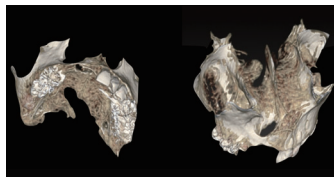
術前CTの3次元画像。顎裂と菲薄な既存骨を認める。
